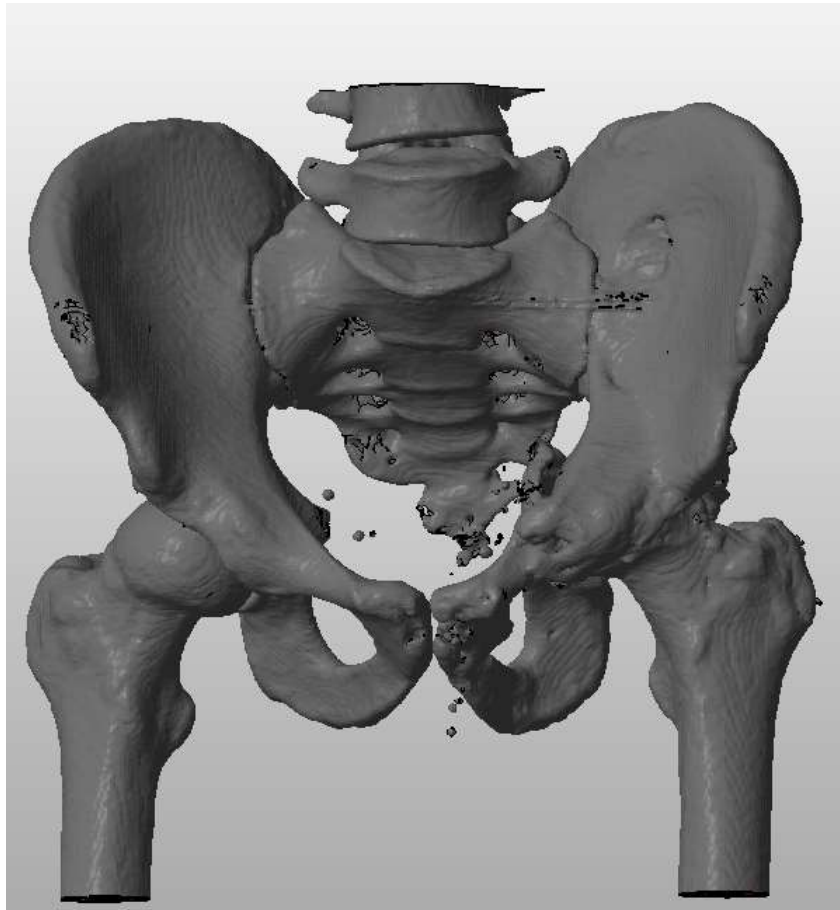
3D-модель костей таза пациента К., 1990 г. р., построенная по данным МСКТ
